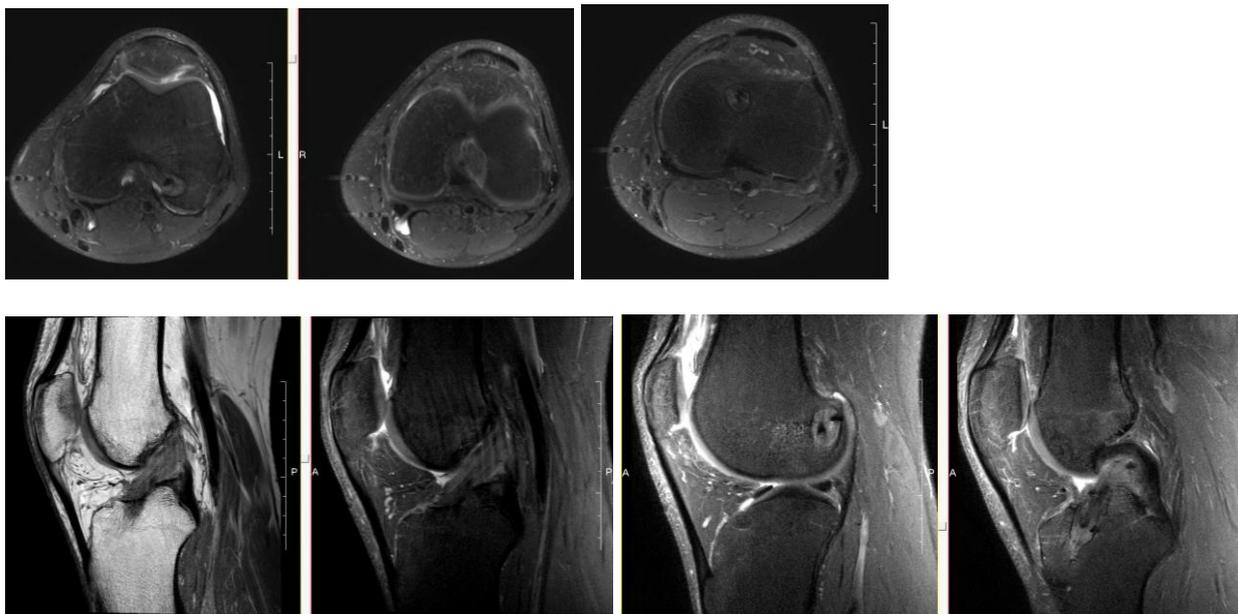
МРТ пациента С., 21 год через 8 мес. после операции, после двух повторных травм коленного сустава
